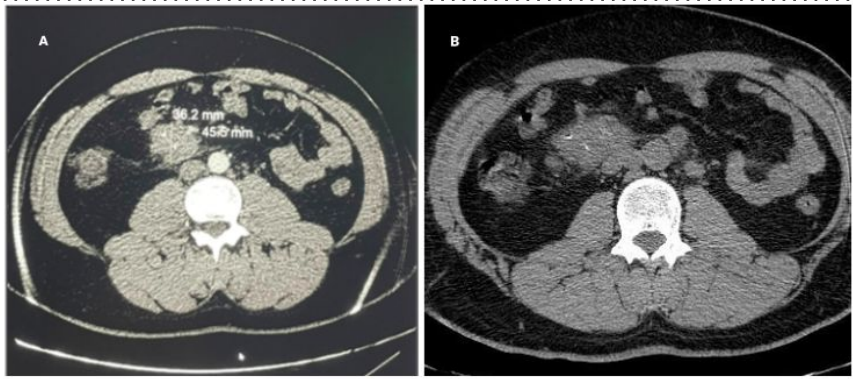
Imagerie TDM du patient montrant des adénopathies abdominales
